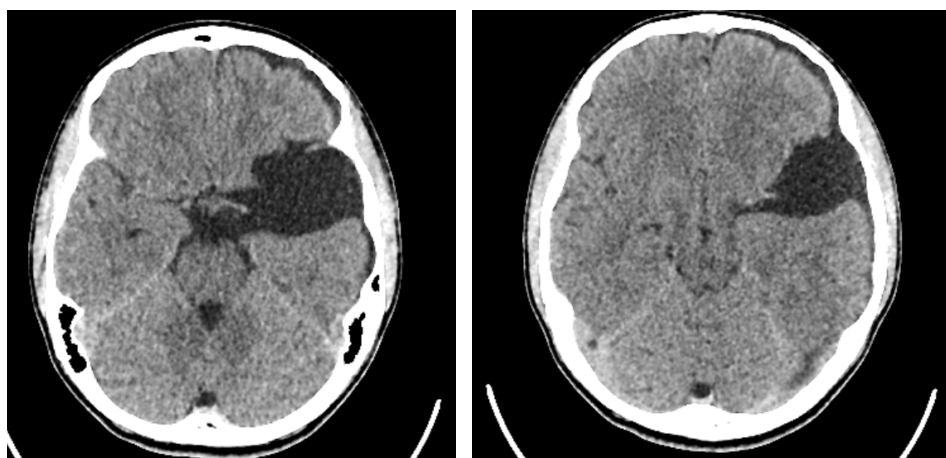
Повторное МСКТ головы пациента на 4-е сутки после полученной черепно-мозговой травмы. Выявлены признаки разрыва АК с формированием субдуральной гидромы, смещением срединных структур до 5 мм
